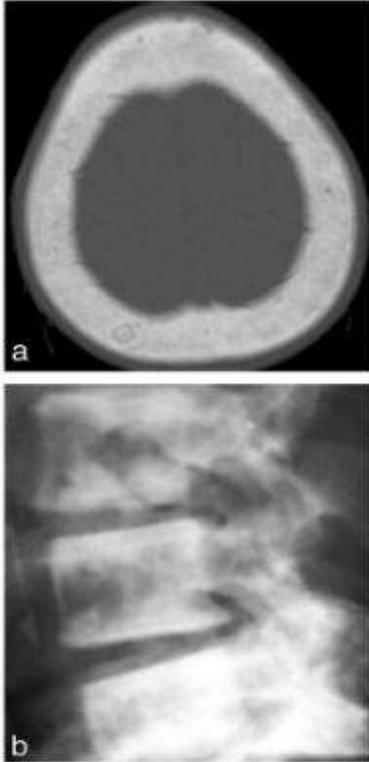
Osteosclerosis en osteodistrofia renal en dos pacientes. (a) La TC axial a través del cráneo muestra un aumento difuso de la densidad de los huesos frontal y parietal. (b) La radiografía lateral de la columna lumbar muestra un aumento de la esclerosis de las placas terminales superior e inferior de los cuerpos vertebrales, lo que le da a la columna la apariencia típica de "camiseta de rugby".
